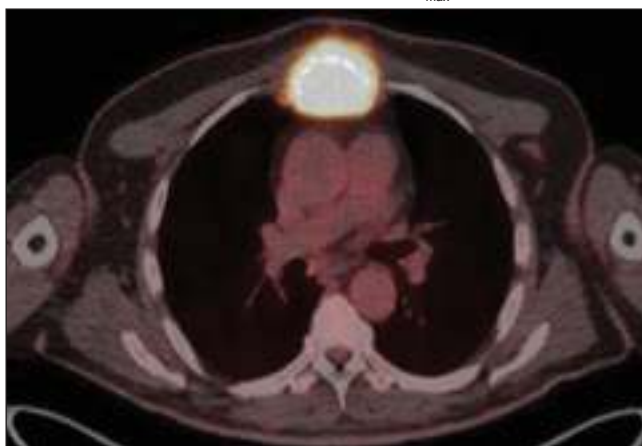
ПЭТ/КТ с  $^{18}\text{F}$ -ФДГ 17.09.2021 г., аксиальный срез: опухолевое образование тела грудины – 65x50x112 мм с  $\text{SUV}_{\text{max}}=63$ ; разрушает тело грудины, распространяясь в мягкие ткани грудной стенки и ретростернально, без вовлечения в опухолевый процесс органов средостения
